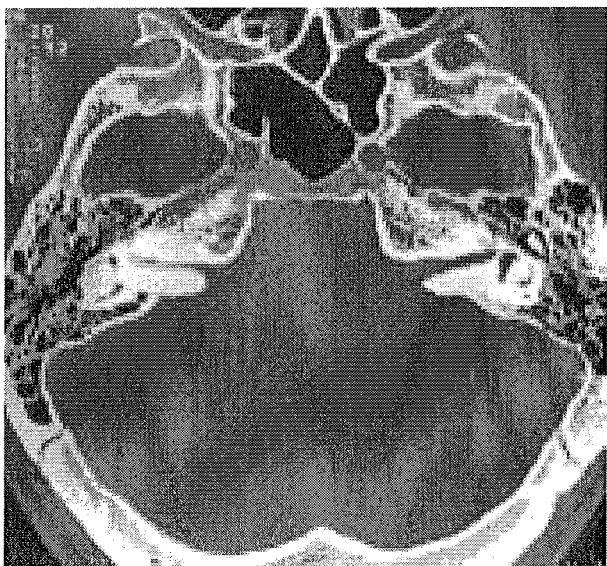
Surdit e profonde bilat erale, TDM, coupe axiale.
